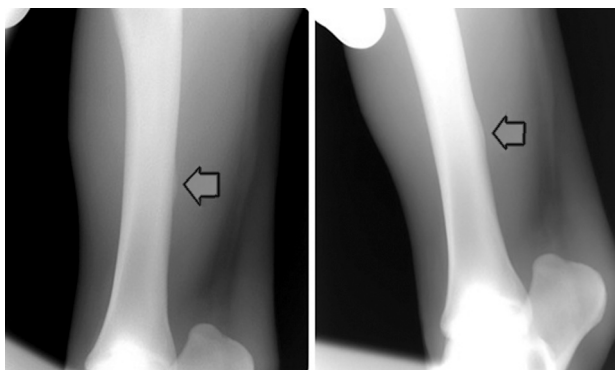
脛骨尾側中位部で疲労骨折が認められた症例のX線検査画像。
